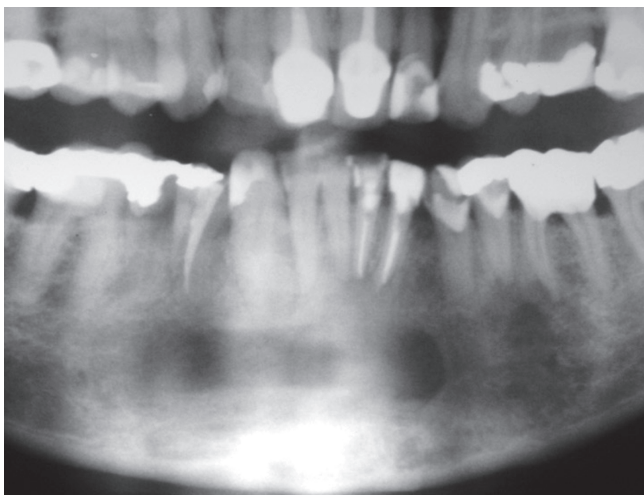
Radiografia panorâmica após 1 ano, no momento da enucleação
